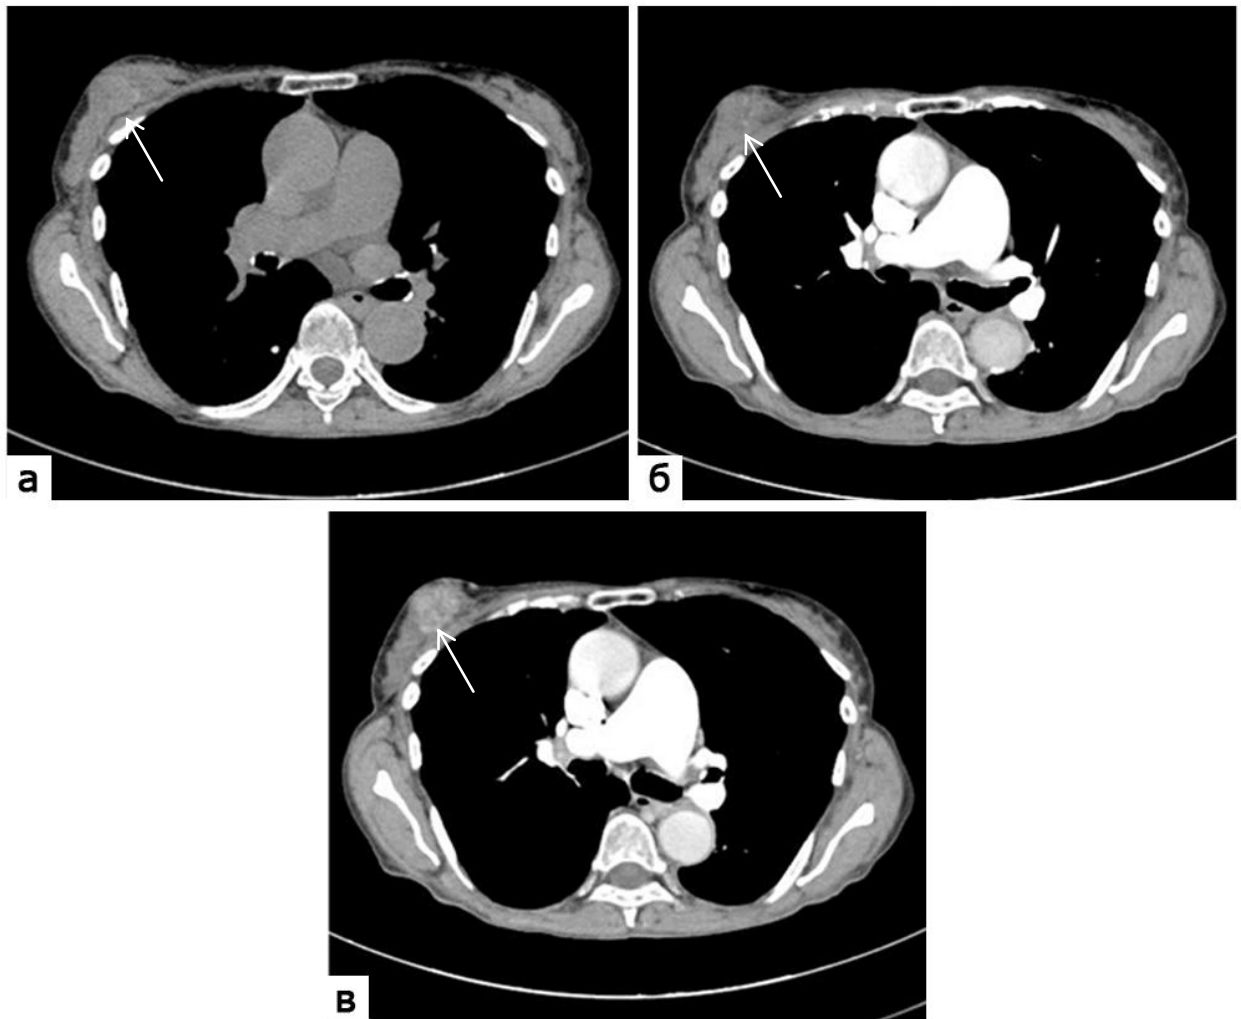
МСКТ груди. Рак правой молочной железы. Нативная (а), артериальная (б), венозно-артериальная (в) фазы. Опухоль (стрелки)
